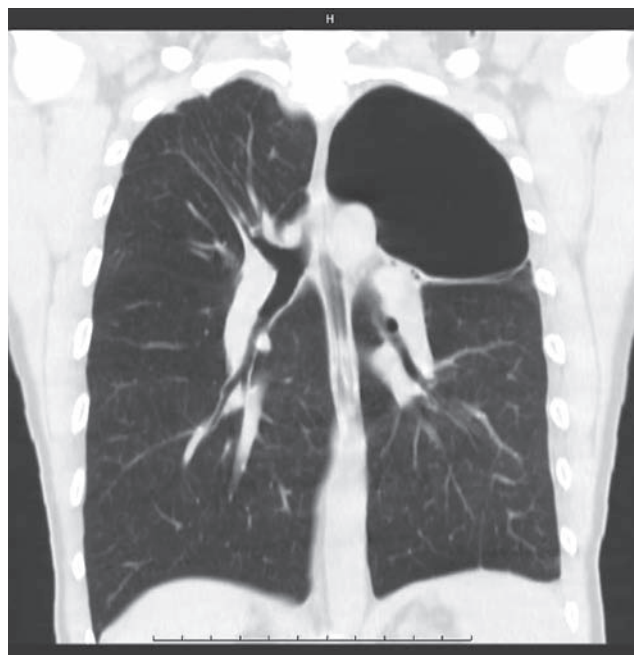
Компьютерная томограмма грудной полости: гигантская булла левого легкого
